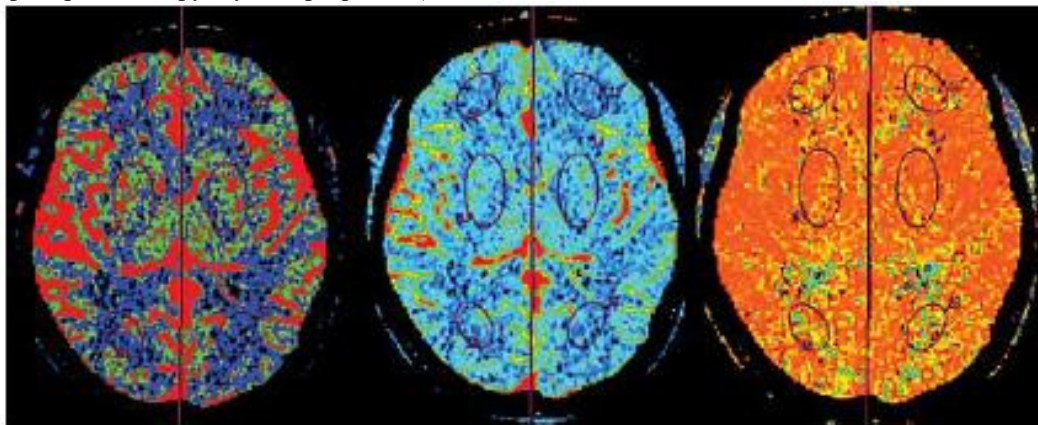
Перфузионные карты (слева направо): Скорость мозгового кровотока (СМК), объем мозгового кровотока (ОМК), среднее время транзита контрастного препарата (СВК)
